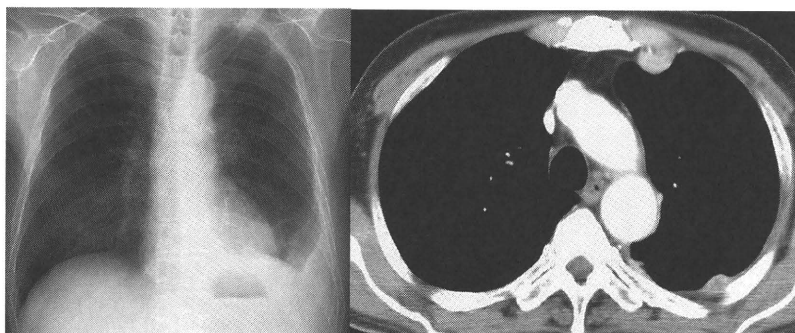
化学療法 3 コース終了後の胸部レントゲン、胸部造影 CT
